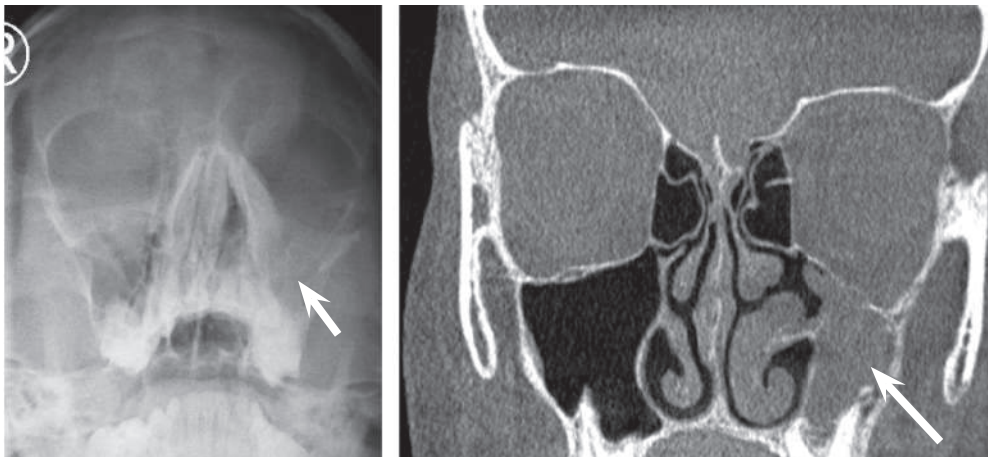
Рентгенография и КТ-скан ОНП пациента М. Стрелками указаны патологические изменения со стороны левой ВЧП
